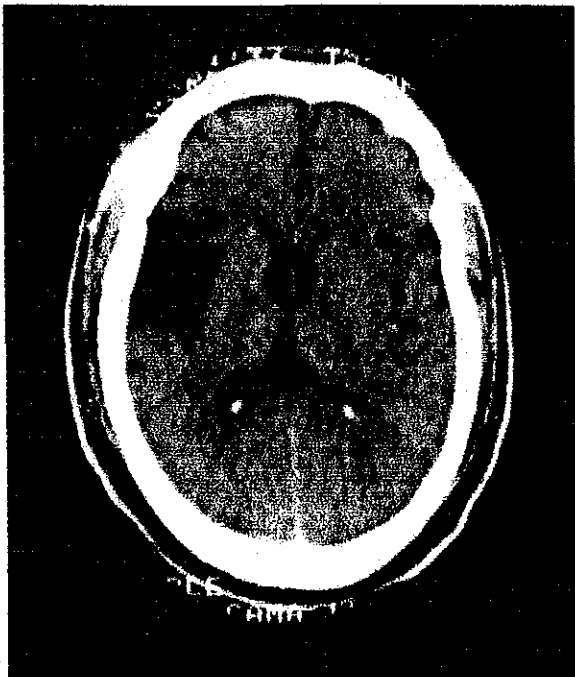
Imagen TAC de un sujeto con lesión cerebral en la región fronto-temporal del hemisferio izquierdo.
